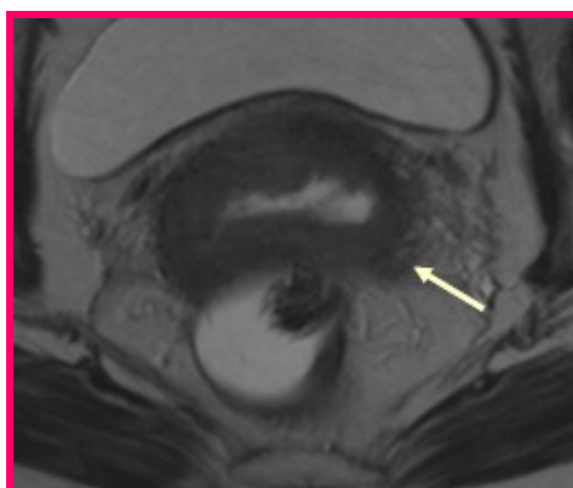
IRM coupe axial T2 perpendiculaire à l'axe du col : Respect de l'anneau stromal fibreux antéro-latéral droit et interruption en postéro-latéral gauche avec densification de la graisse et spicules au sein du paramètre gauche.
